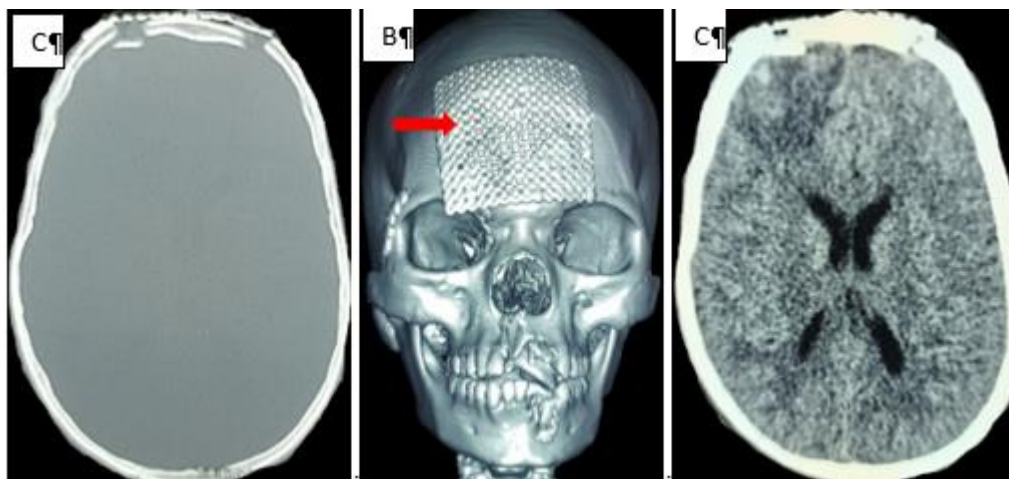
TDM crâno encéphalique et faciale de contrôle montrant la levée de l'embarrure (A), la réparation des lésions faciales avec mise en place d'une plaque grillagée et d'une mini plaque vissée (B) et la décompression cérébrale (C).
